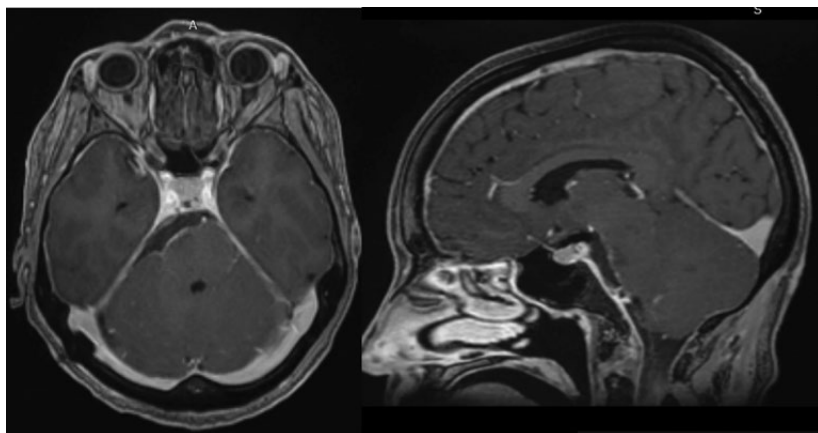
МРТ пациентки Д., 57 лет, после операции тотального удаления петроклиальной менингиомы
